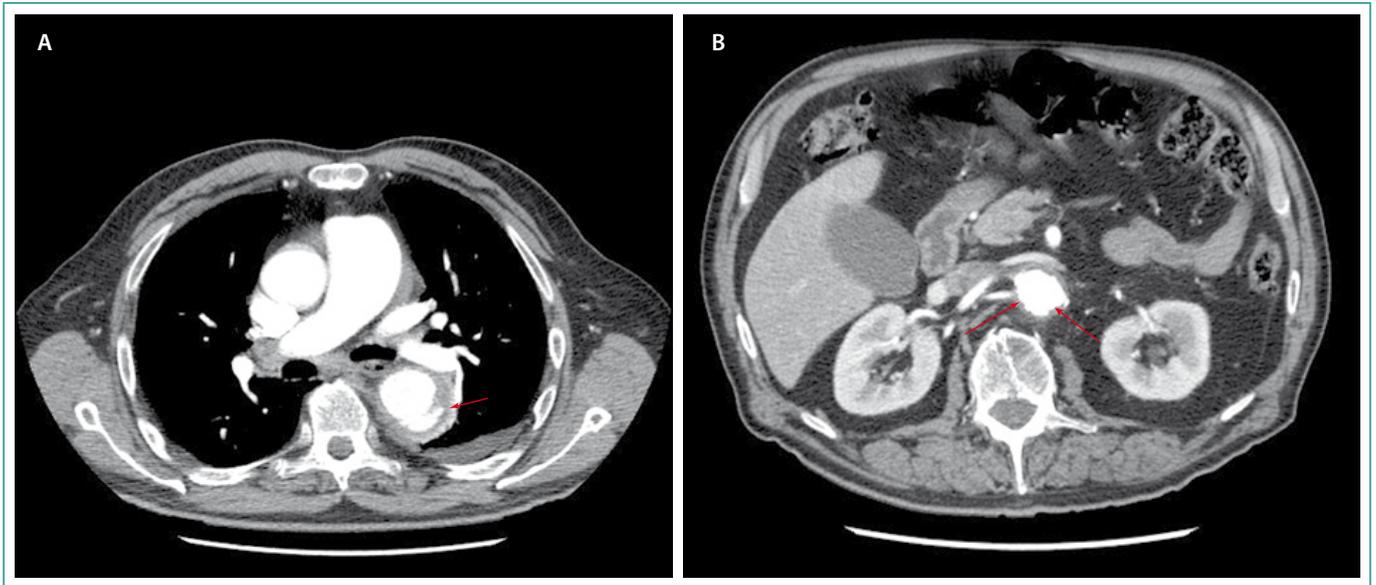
Angio-TC de aorta torácica
